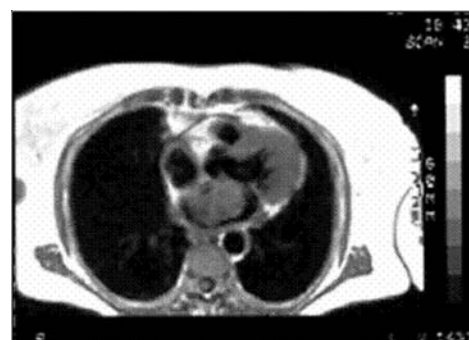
Myxome de l'oreillette gauche en IRM (séquences en écho de spin pondérées en T1 en coupes transverses). Le myxome apparaît plus intense que le myocarde, sa taille et son implantation sont parfaitement précisées.
